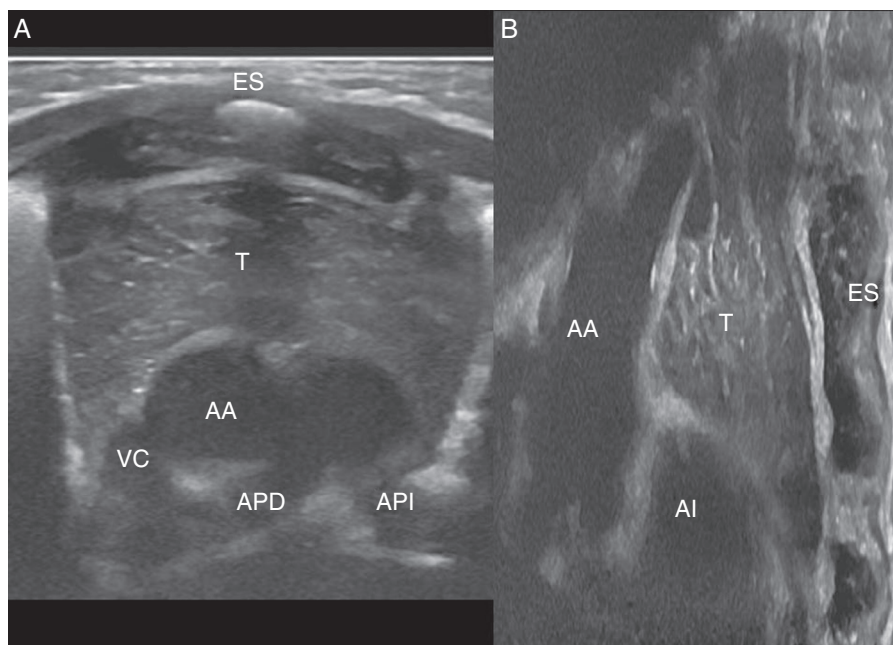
A y B) Ecografía usando la ventana paraesternal en sección coronal. Apariencia normal del timo. Glándula bilobulada, bien definida, delimitada por una cápsula fibrosa, de ecogenicidad homogénea con algunos tractos ecogénicos, situada en el espacio prevascular, mediastino anterior. AA: aorta ascendente; AI: aurícula izquierda; APD: arteria pulmonar derecha; API: arteria pulmonar izquierda; ES: esternón; T: timo; VC: vena cava.
